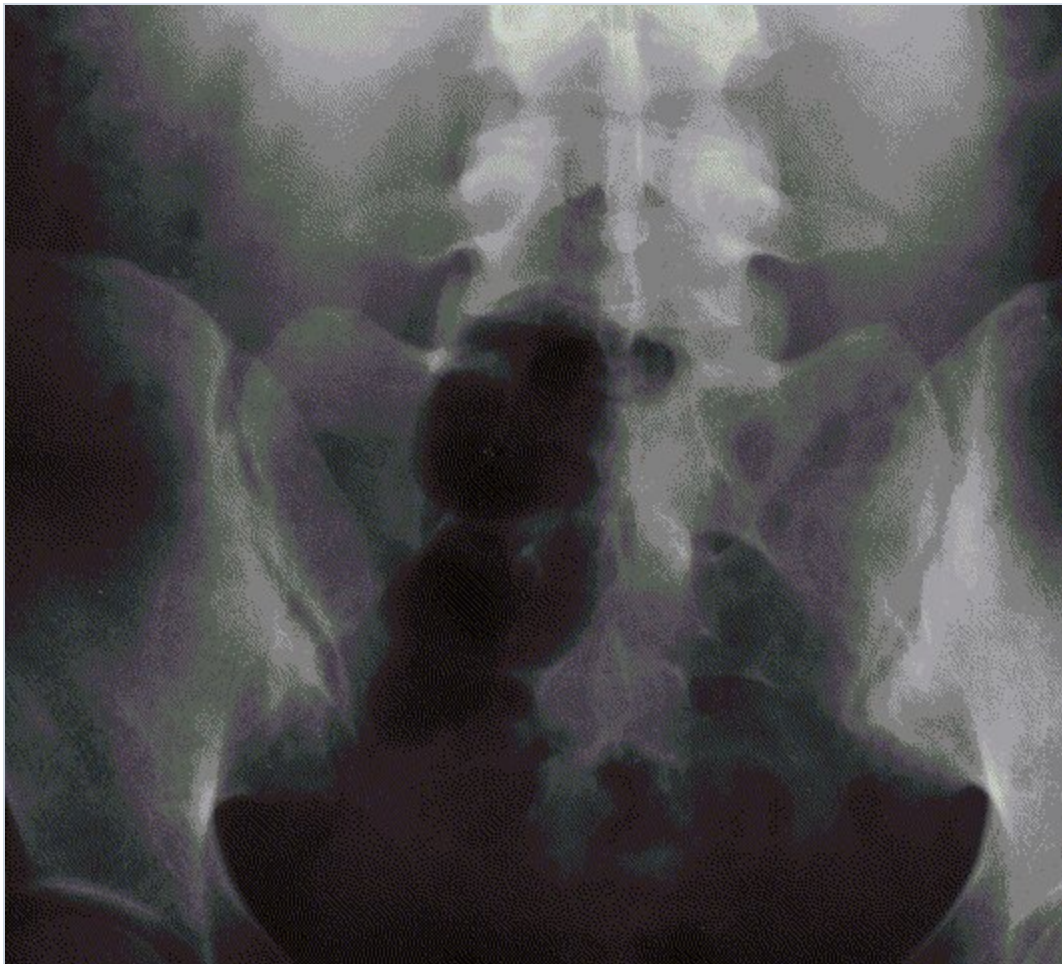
Radiografía de pelvis en espondilitis anquilosante (a) Radiografía de articulaciones sacroiliacas normales que muestra los márgenes articulares bien definidos y sin esclerosis (grado 0). (b) Esclerosis en ambos márgenes de cada articulación sacroiliaca sin erosiones (grado II). (c) Esclerosis y erosiones en ambas articulaciones sacroiliacas (grado III). (d) Fusión ósea completa de ambas articulaciones sacroilicas (grado IV).
